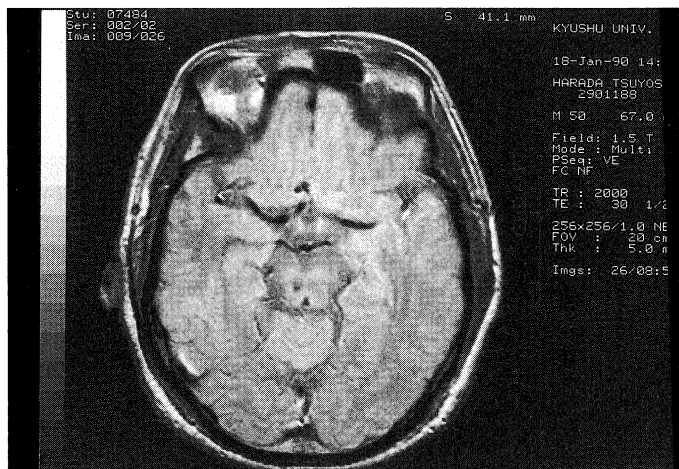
左片側性パーキンソン症候患者のMRI像。右中脳赤核付近の低信号域がみられる。
